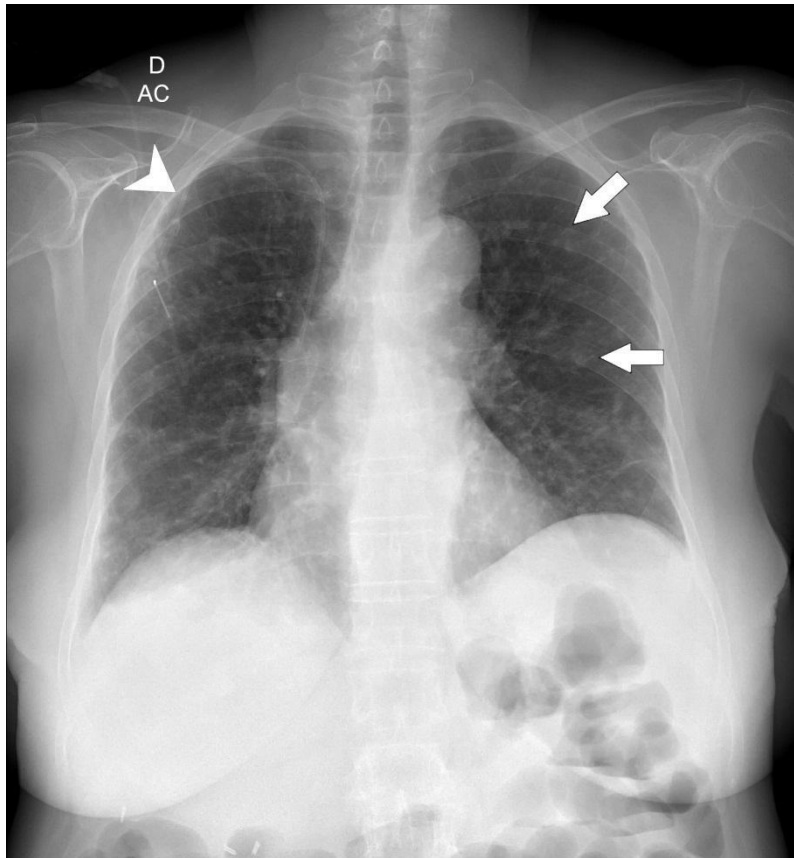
Radiografia de tórax em PA (A). Múltiplas lesões nodulares esparsas em ambos os pulmões, relacionadas a metástases pulmonares hematogênicas (setas). Presença de Porth-a-cath à direita (cabeça de seta).
